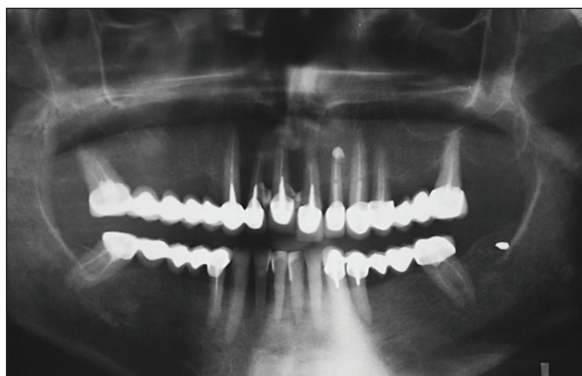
Orthopantomogram – extensive maxillary alveolar process bone loss.
